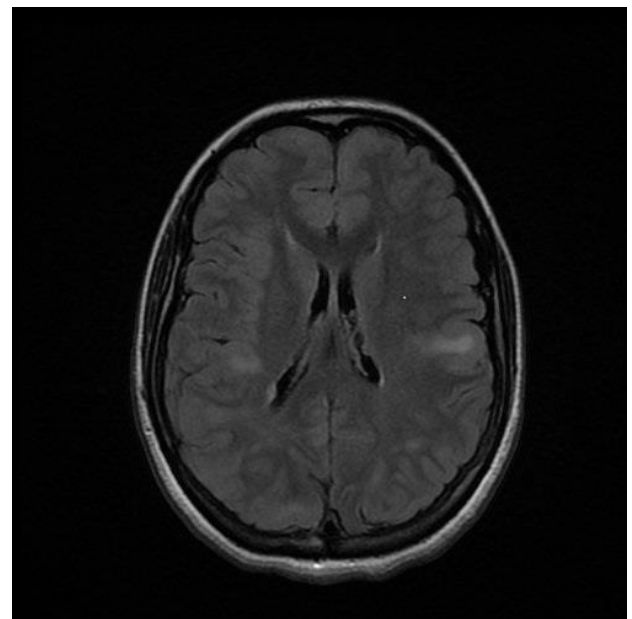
Bilateral cortical tubers on T1-weighted imaging
